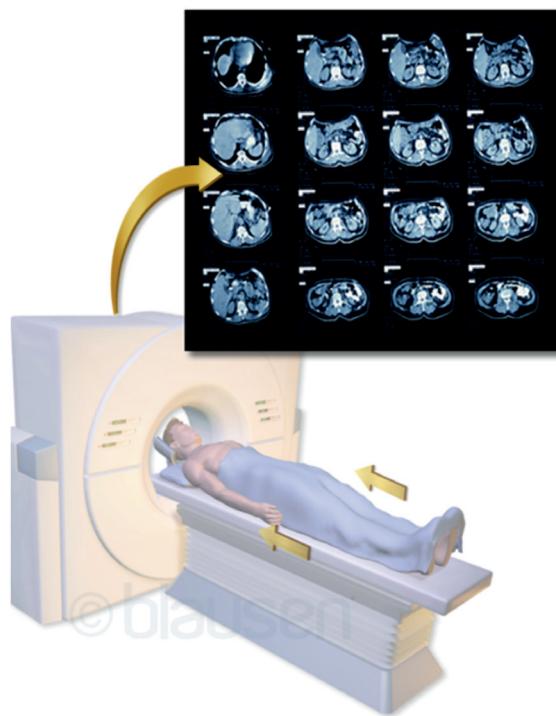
Disposición del paciente en el TC, con el desplazamiento de la mesa hacia el interior del anillo donde se sitúan el tubo de rayos X y los detectores. Imágenes axiales obtenidas.
